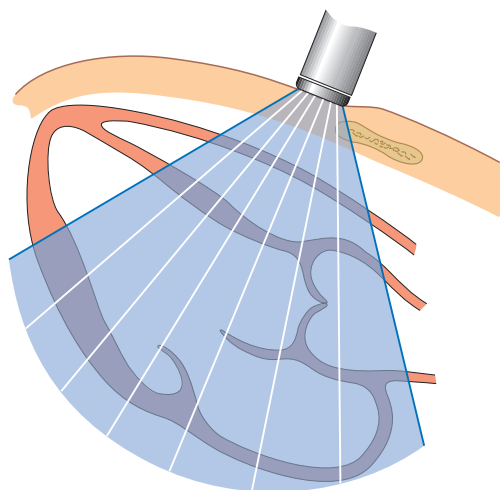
Принцип двумерной ЭхоКГ (В-режим). Благодаря быстрому созданию и перемещению ультразвуковых лучей получается срез тканей сердца в рамках конического сектора (по Feigenbaum H. Echocardiography. Williams & Wilkins, 5-е изд., 1994).
